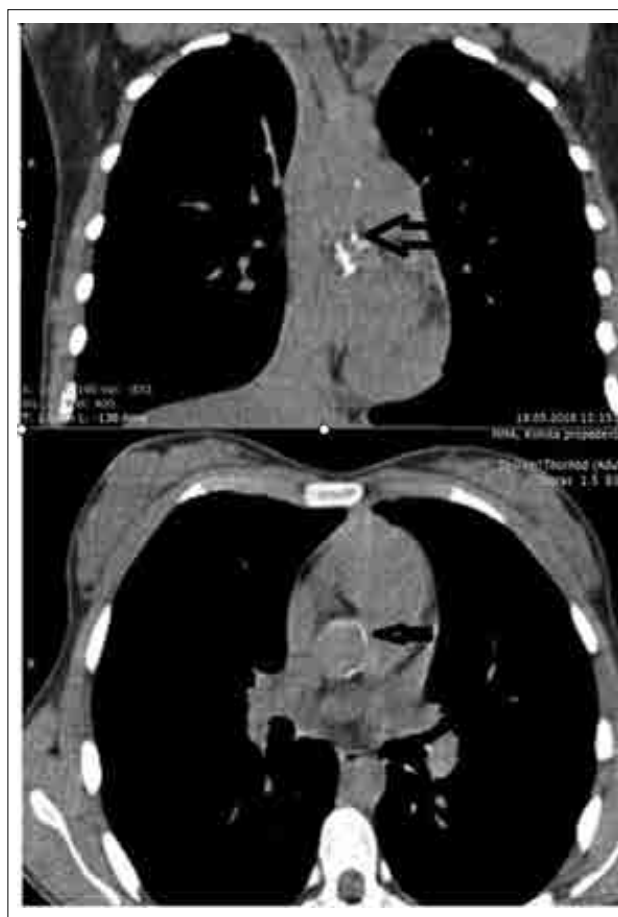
КТ органов грудной клетки. Кальцифицированные атеросклеротические бляшки в восходящем отделе и дуге аорты (указаны стрелкой).
